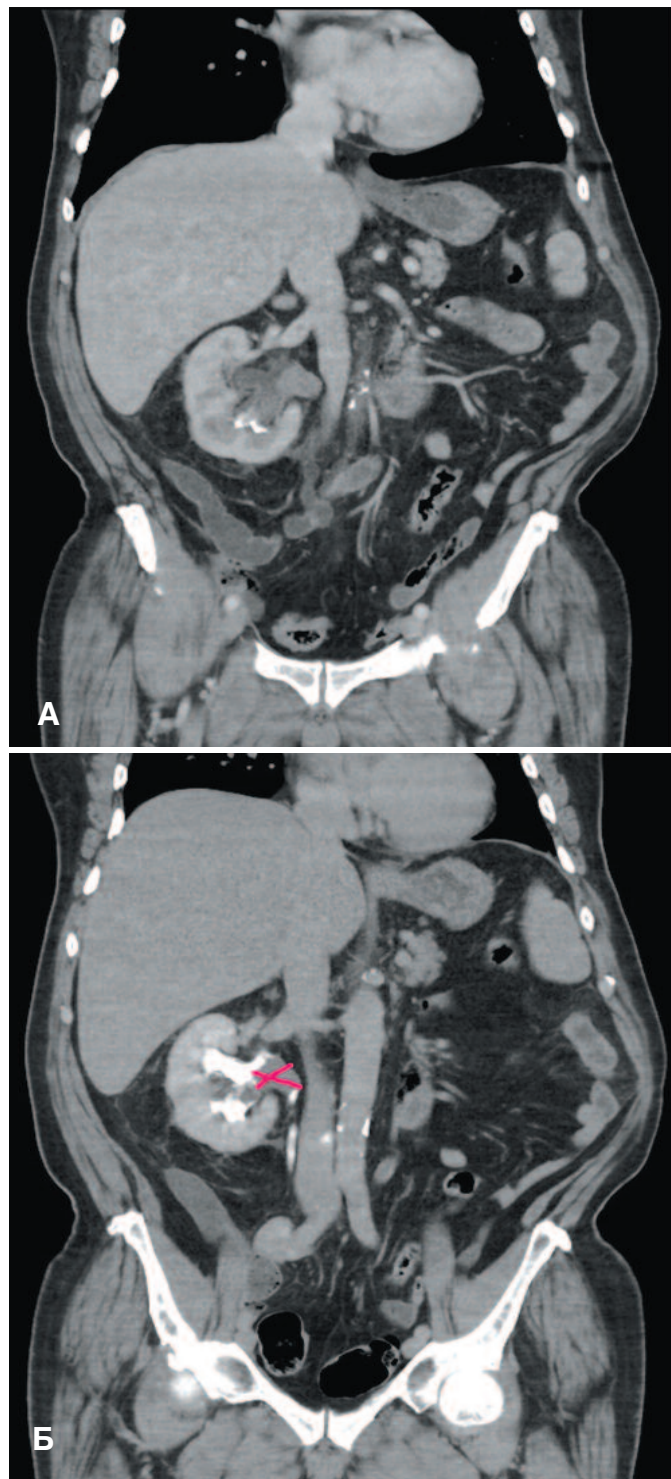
(А, Б). Пациент У., 80 лет. МСКТ мочевыводящей системы: А – нативное изображение – отмечается наличие конкрементов в нижней группе чашечек Б – изображение с внутривенным контрастированием – стрелками указано образование, располагающееся в ЛМС почки
